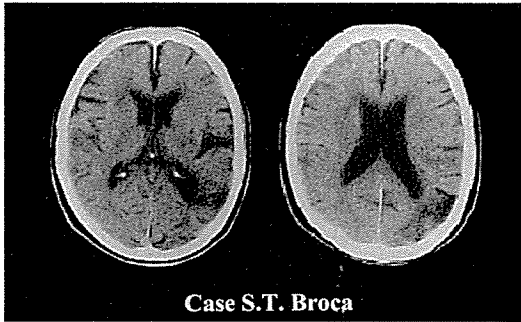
左後方限局病変による左流暢性失語のCT所見良好であった。構音障害や失行、失認症状は認めなかった。
